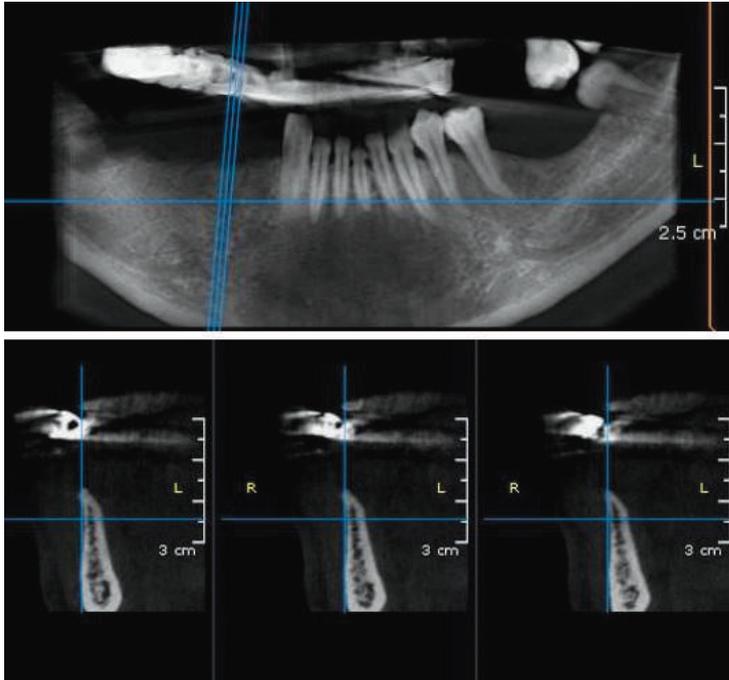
Cone Beam mandibolare in sede 45. Si noti, anche qui, lo spessore particolarmente ridotto della cresta ossea.
